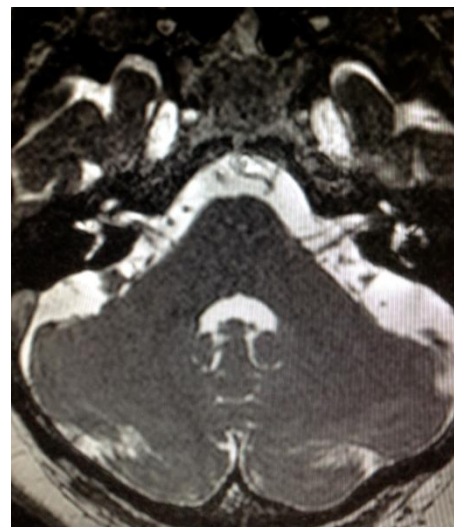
SV intracanalicular en RM del mismo paciente.
